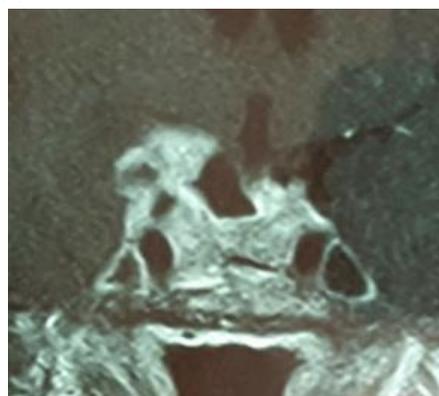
Cortes coronais de Ressonância Magnética de região hipofisária após infusão de gadolínio. A: pré-tratamento. B, C e D: pós-tratamento com cabergolina.
